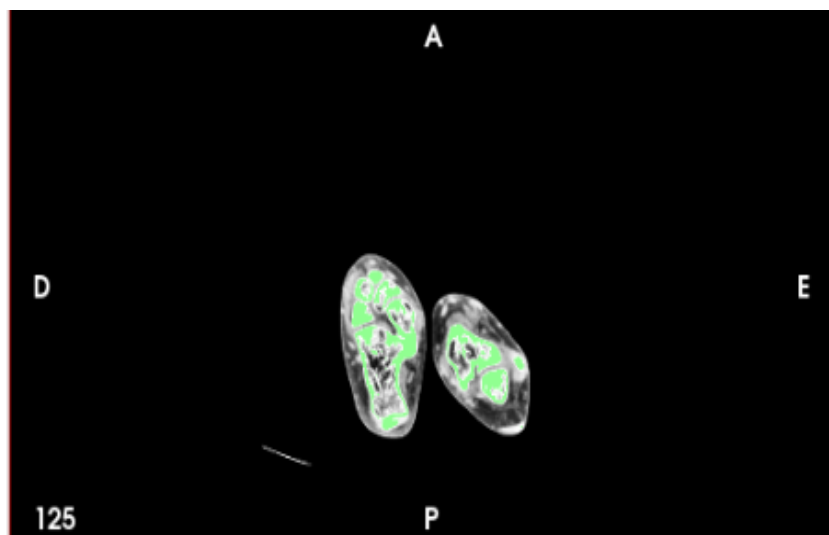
Imagem de TC no corte axial do pé com limiar para osso (verde, em destaque).
